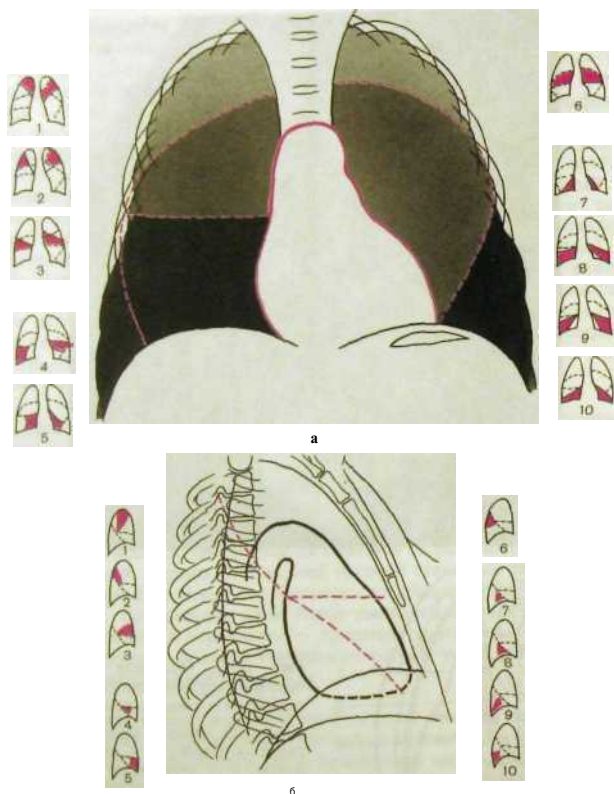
Ш.3. Проекция долей и сегментов легких на рентгенограмме.
